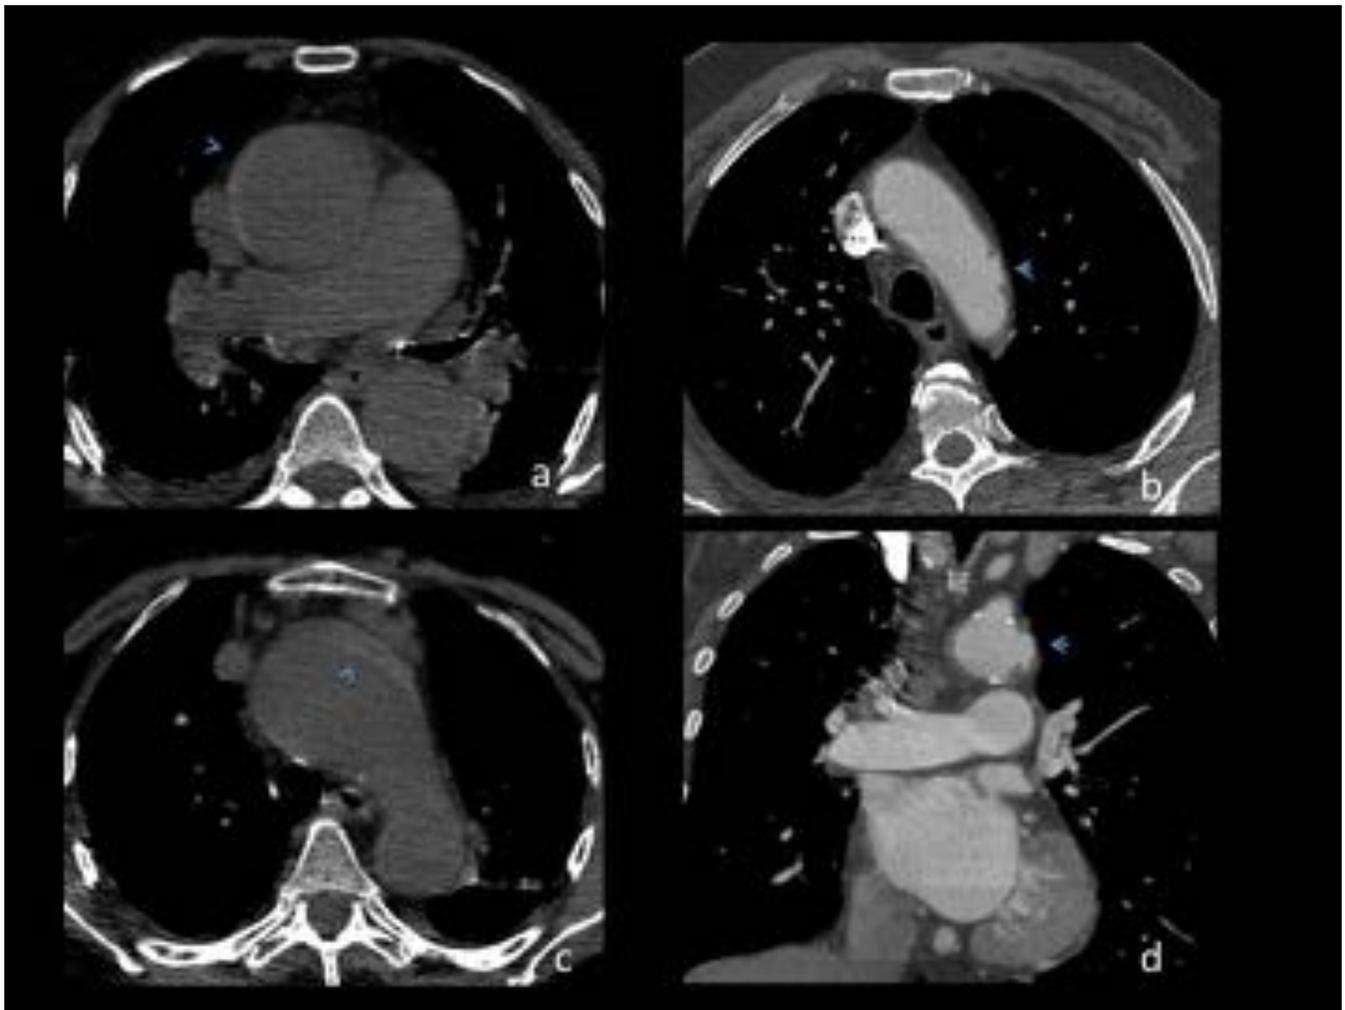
(a-c) TC axial sin contraste de Mujer de 82 años con hematoma intramural en la raíz y arco aórtico (b-c) TC axial con contraste y reconstrucción coronal de hombre de 45 años, (flechas) ulcera aórtica en e arco aórtico.
